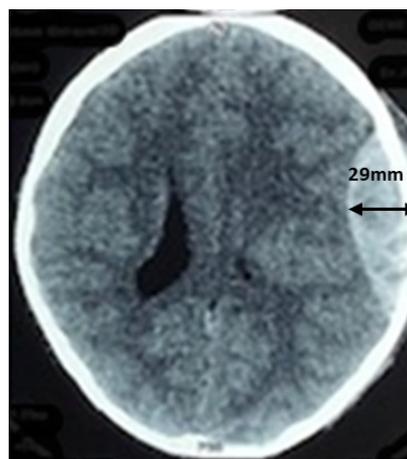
TDM cérébrale en coupe axiale : HED aigu pariétal droit de 29 mm de diamètre maximal chez un nourrisson de 24 mois.
